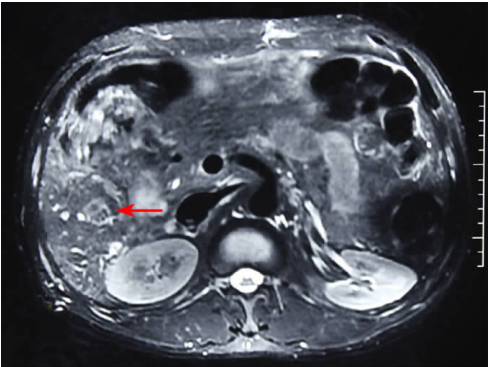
1例一期脾脏切除+门体静脉断流术后肝脏肿瘤仍存在(见箭头)的MRI影像
